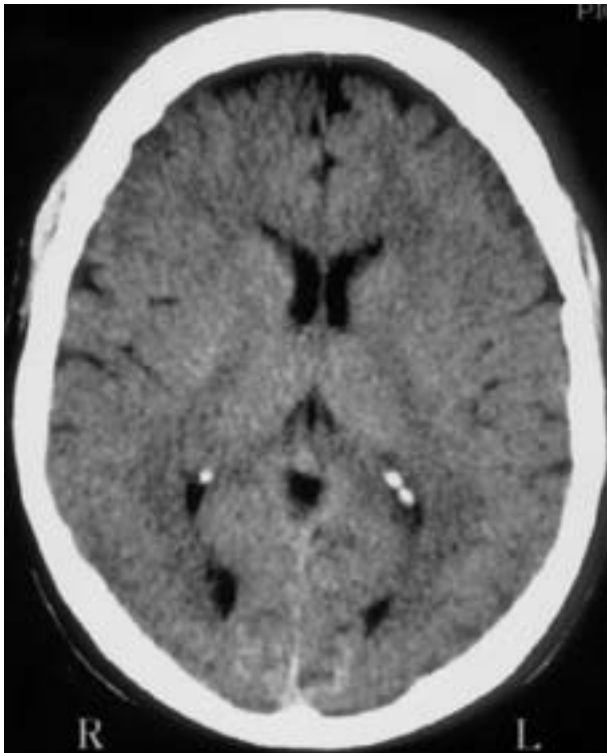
TC craneal sin contraste sin hallazgos patológicos.
